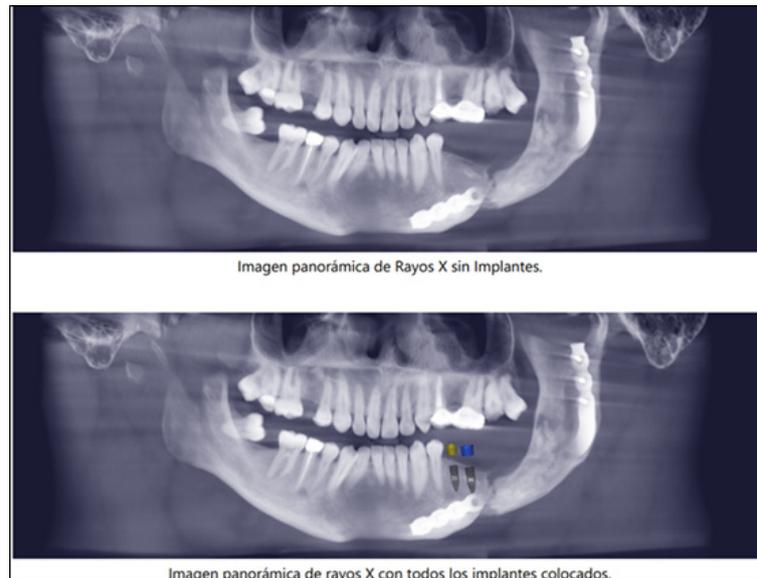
Radiografía postquirúrgica para planificación de implantes dentales junto con guía quirúrgica
